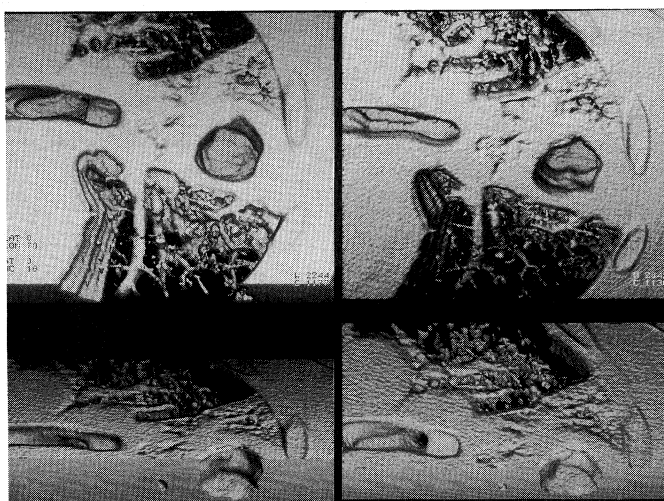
図2症例の三次元CT。上段は結核病巣の空洞部横断面を頭側から見た像で、下段は同病巣をさらに冠状断面で切った像。
